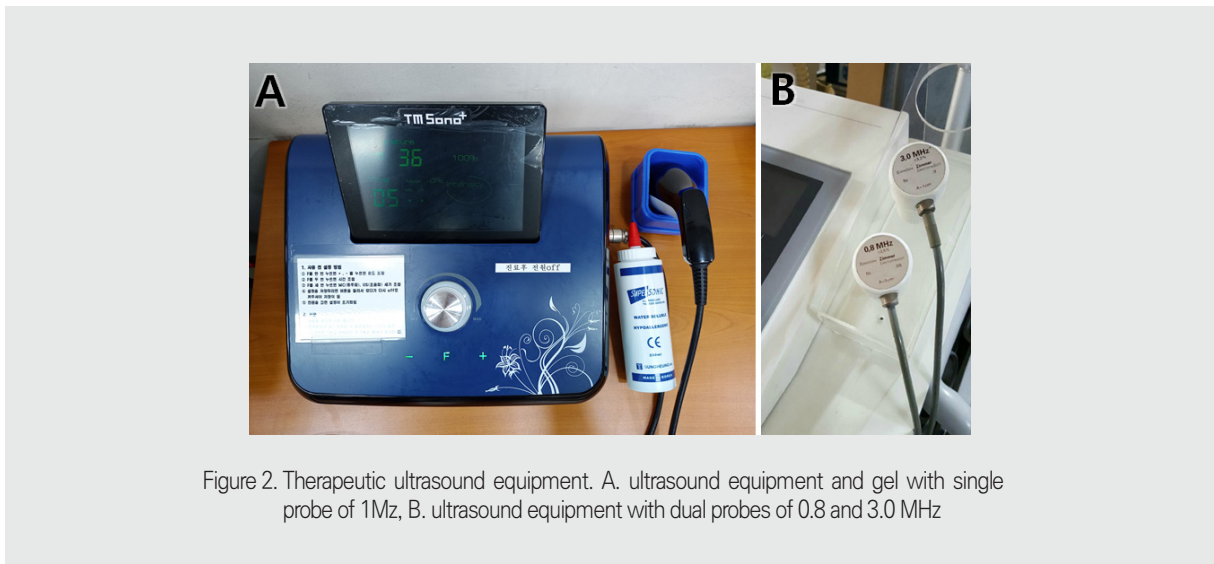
Therapeutic ultrasound equipment. A. ultrasound equipment and gel with single probe of 1MHz, B. ultrasound equipment with dual probes of 0.8 and 3.0 MHz
